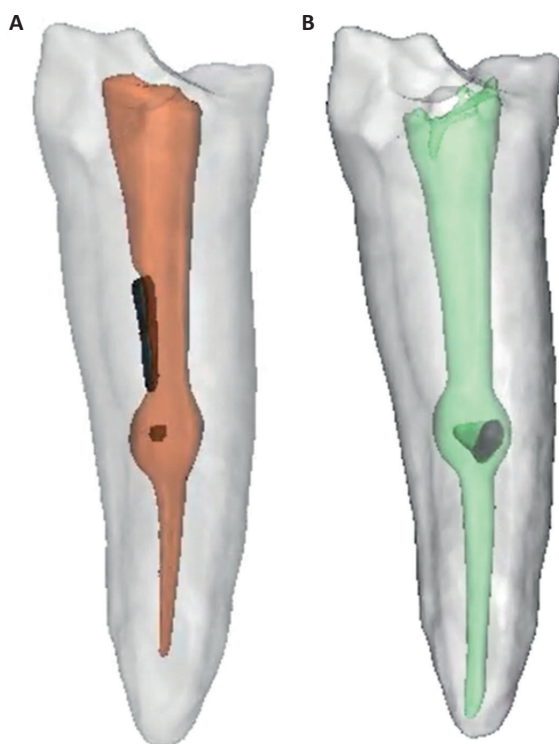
Reconstrucción tridimensional de la tomografía posterior a la obturación. A: Con gutapercha inyectable; se observan espacios vacíos en la superficie y en el interior de la obturación. B: Con cono de gutapercha y BioRoot; se observa un espacio vacío en el interior de la RDI.
